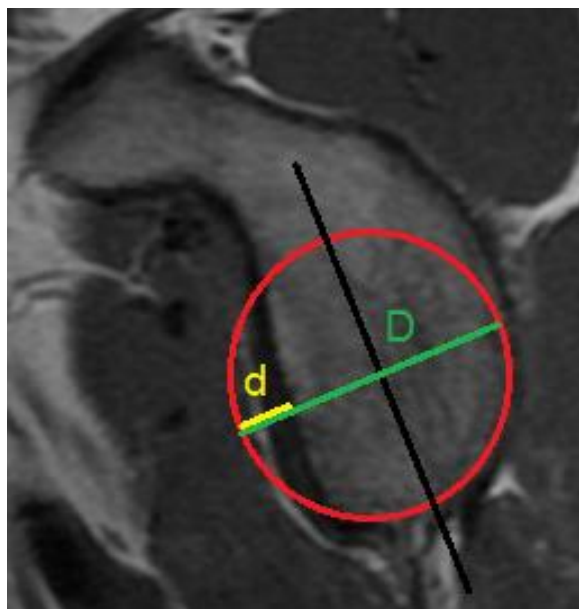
Corte sagital modificado de ressonância magnética pré-operatória. Aferição do diâmetro da cavidade glenoidal (D) e do defeito ósseo da cavidade glenoidal (d).
